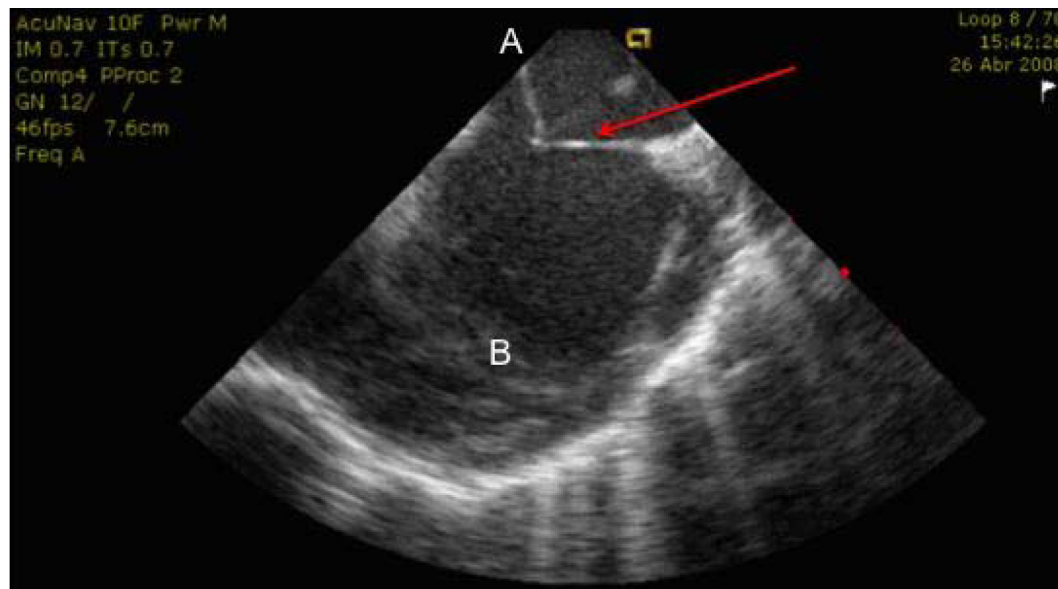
Imagem do ecocardiograma intracardiaco durante a punção transeptal. A seta vermelha indica a tenda formada no septo interatrial imediatamente antes da punção. A: átrio direito. B: átrio esquerdo.
